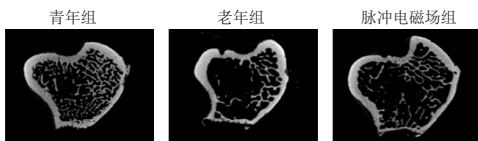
各组大鼠左胫骨软骨下骨显微 CT 图像
